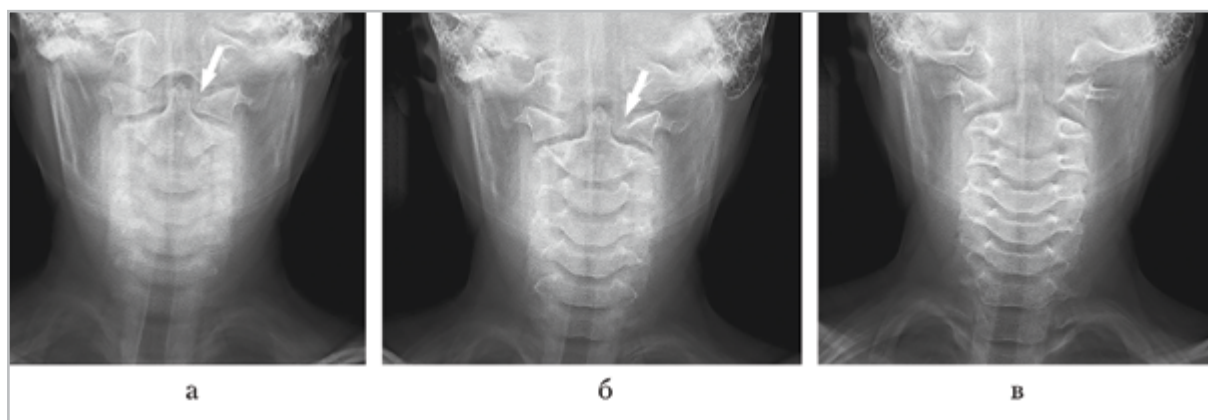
Томограммы шейного отдела позвоночника в прямой проекции с использованием методики томосинтез. Асимметрия положения зубовидного отростка тела позвонка С2 относительно боковых масс атланта (смещение влево)
